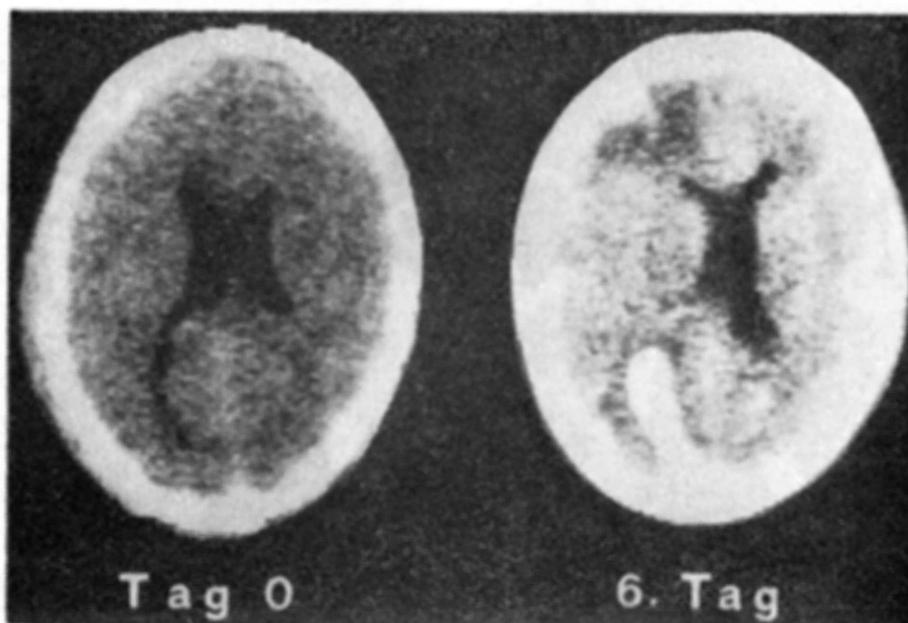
À esquerda CT-scan de admissão mostrando foco de contusão cerebral em região occipital esquerda. À direita CT-scan de controle 6 dias após evidenciando um grande foco de contusão cerebral frontoparietal esquerda e hemorragia intracerebral occipital esquerda.
